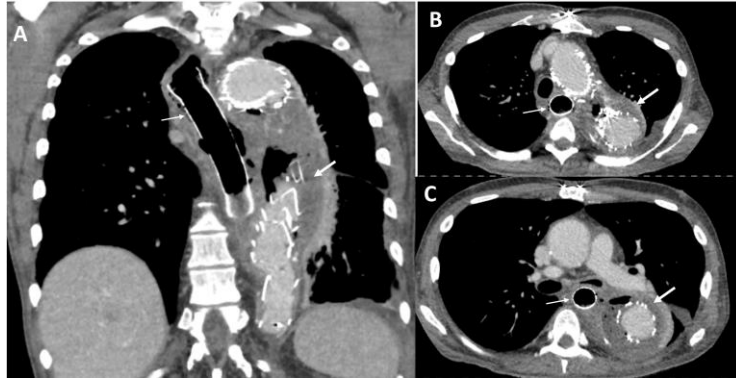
Ein 68-jähriger Patient mit einer Aorto-ösophagealen Fistel (zwischen dem Ösophagus und dem Aneurysmasack der thorakalen Aorta), der sich wegen einer akuten Typ-A-Dissektion einem Aortenersatz der Aorta ascendens unterzieht. Die CT-Angiographie zeigt Lüftanschlüsse um den TEVAR und den Ösophagus-Stent.
